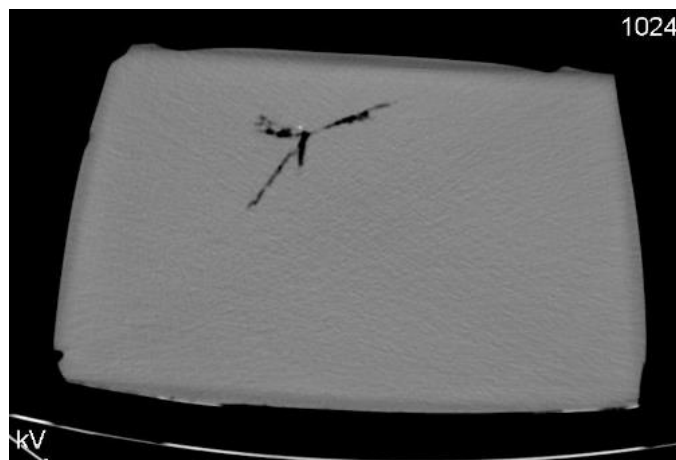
Комп'ютерна томографія балістичного блоку після пострілу з автомату АКС-74, калібр 5,45 мм, радіарні розриви желатину, фрагмент оболонки кулі.
